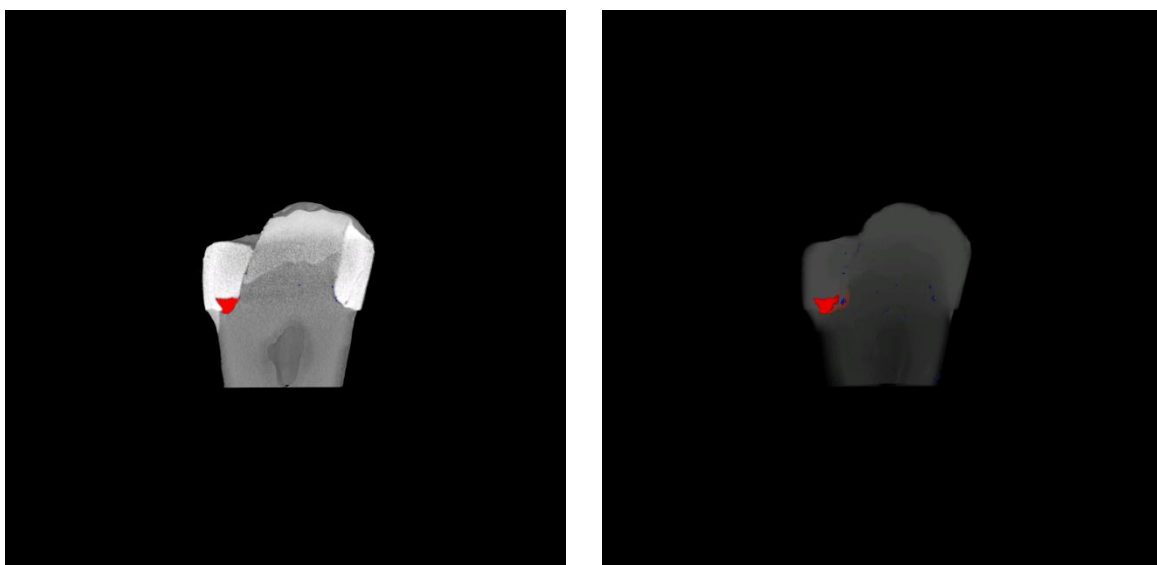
41 Immagini ottenute mediante μ -CT. Ricostruzioni 3D del campione BT3.
